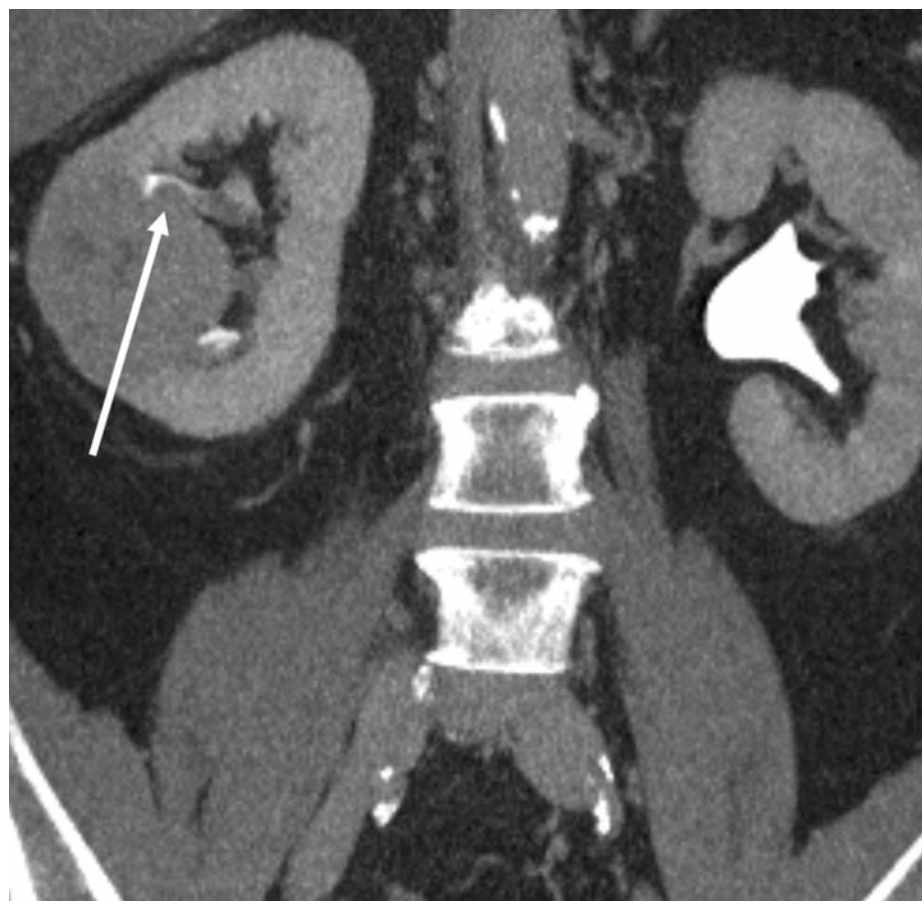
Gleicher Patient wie Abb.1, Fokaler Tumoreinbruch in das Nierenbeckenkelchsystem (Pfeil) als Auslöser der Hämaturie (CT-Urographie)
